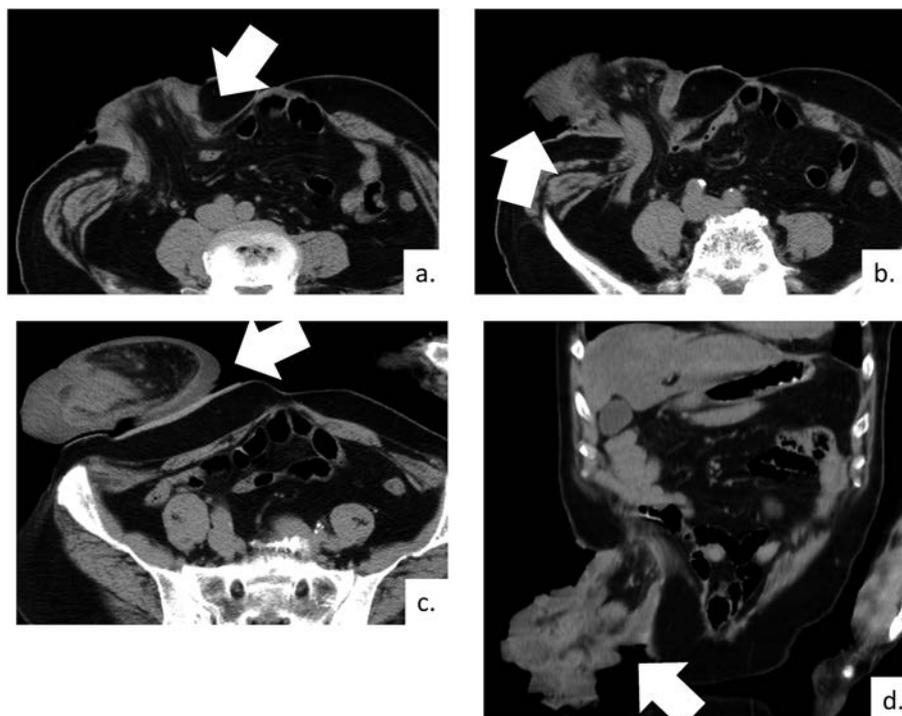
a~d ストーマ脱出時の腹部骨盤部 CT 所見。ストーマは大きく腹腔外に脱出している (矢印)。
